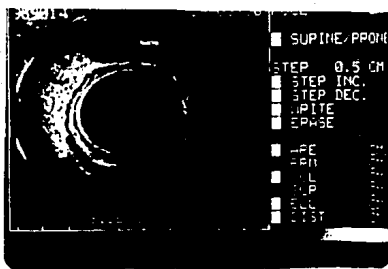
Caso # 1; Ultrasonido endo-rectal que muestra extensión tumoral a la grasa perirrectal y metástasis a ganglios linfáticos. (DUKRS C)
